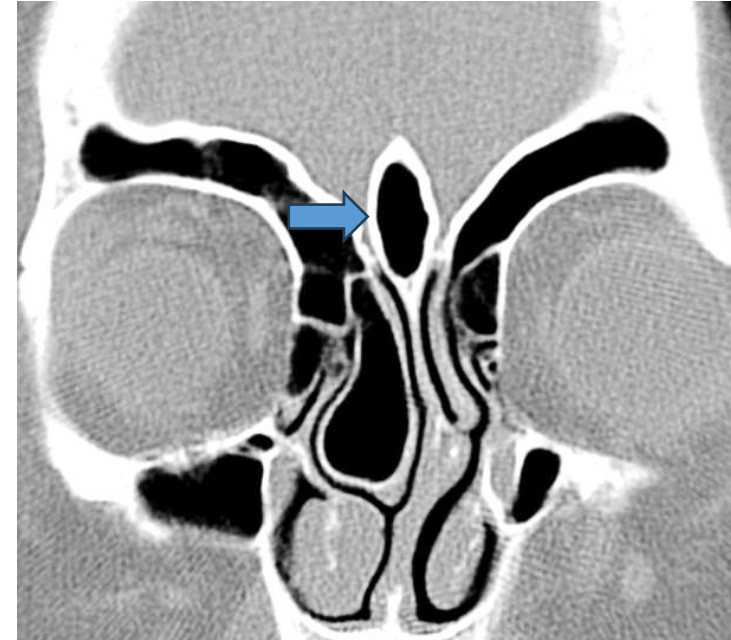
TC craneal reconstrucción coronal, mostrando ejemplo de crista galli neumatizada.
